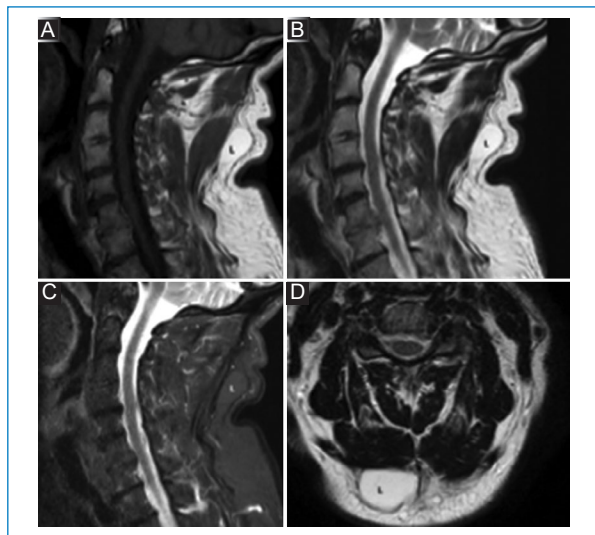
Lipoma retroespinal. RM de columna cervical. Plano sagital secuencias (A) T1, (B) T2 y (C) STIR. (D) Secuencia ponderada en T2 plano axial. Se aprecia una imagen redondeada, retroespinal parasagital derecha (L), que suprime su señal en STIR.
